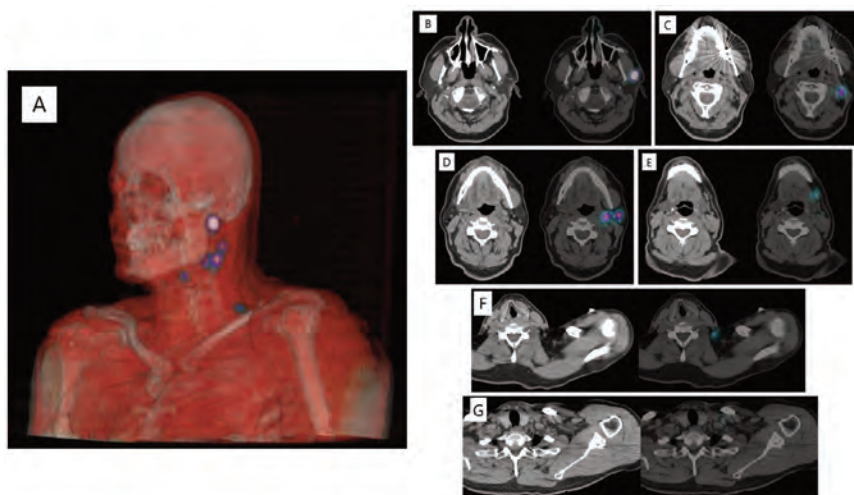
Volume Rendering (A) e imágenes TC + SPECT-TC tardías de los niveles de captación correspondientes con los Ganglios Centinelas (GC): III (B), II-B (C), dos focos II-A (D), I-B (E), V-A (F) y V-B (G).
